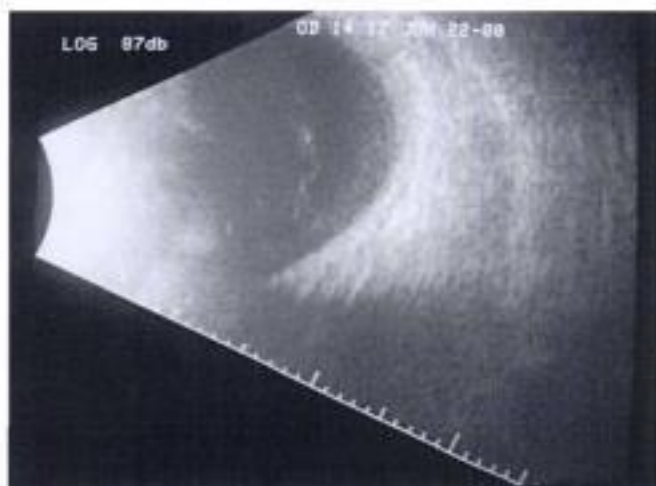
Échographie montrant une hémorragie intravitréenne et rétrohyaloïdienne avec un décollement partiel du vitré.
